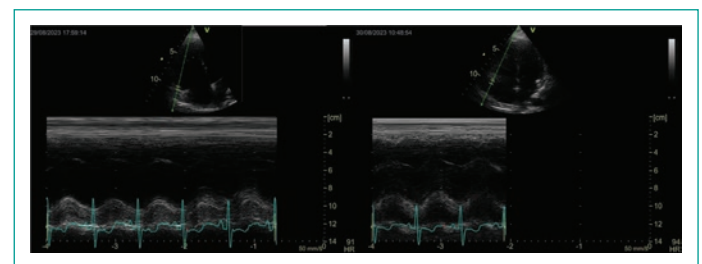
Ecocardiograma transtorácico que muestra datos de disfunción de ventrículo derecho, caso incluido en el estudio. Panel A: ecocardiograma inicial donde se observa TAPSE disminuido. Panel B: ecocardiograma control donde se observa mejoría de TAPSE y tamaño de ventrículo derecho. TAPSE: Excursión sistólica del anillo tricúspide.
